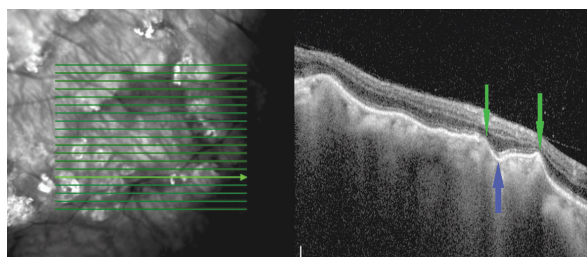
Оптическая когерентная томография пациентки Б., 72 года. Горизонтальный срез через зону склерохориоидальной кальцификации. Зелёные стрелки — «пикообразный» профиль мембраны Бруха; синяя стрелка — зона «западения» мембраны Бруха
